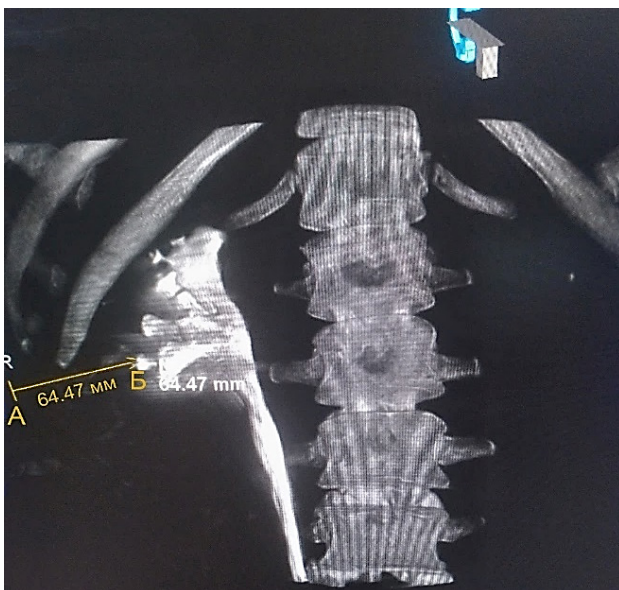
Компьютерная томограмма, 3D-реконструкция: оценка безопасности траектории хода иглы
